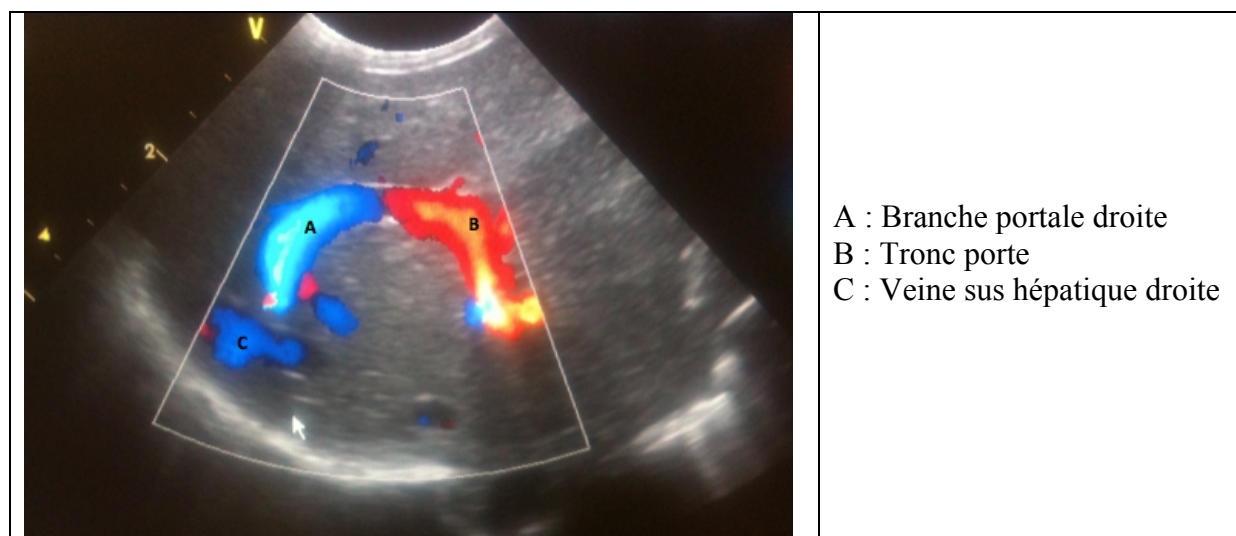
Caractéristiques échographiques post natales (FPC intra-hépatique)
